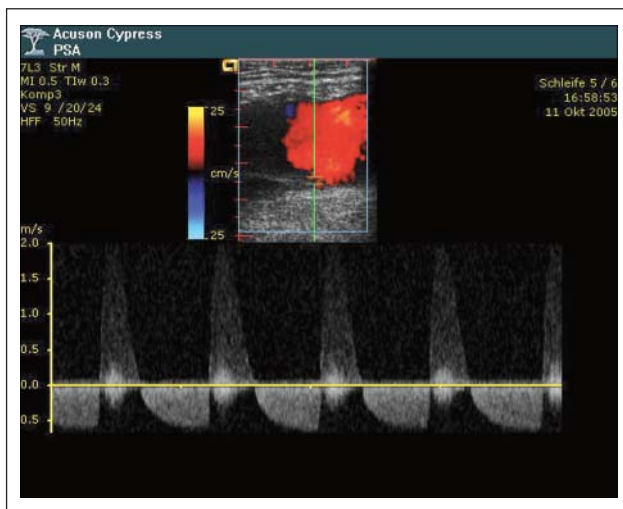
Farbkodierte Duplexsonographie eines großen postpunktionellen Pseudoaneurysmas (PSA) aus der linken A. femoralis communis (Acuson Cypress®, 7L3 Linear-Transducer; 7 MHz). Das aus dem PSA-Hals abgeleitete Dopplerprofil zeigt das typische „To-and-Fro“-Flußmuster.
